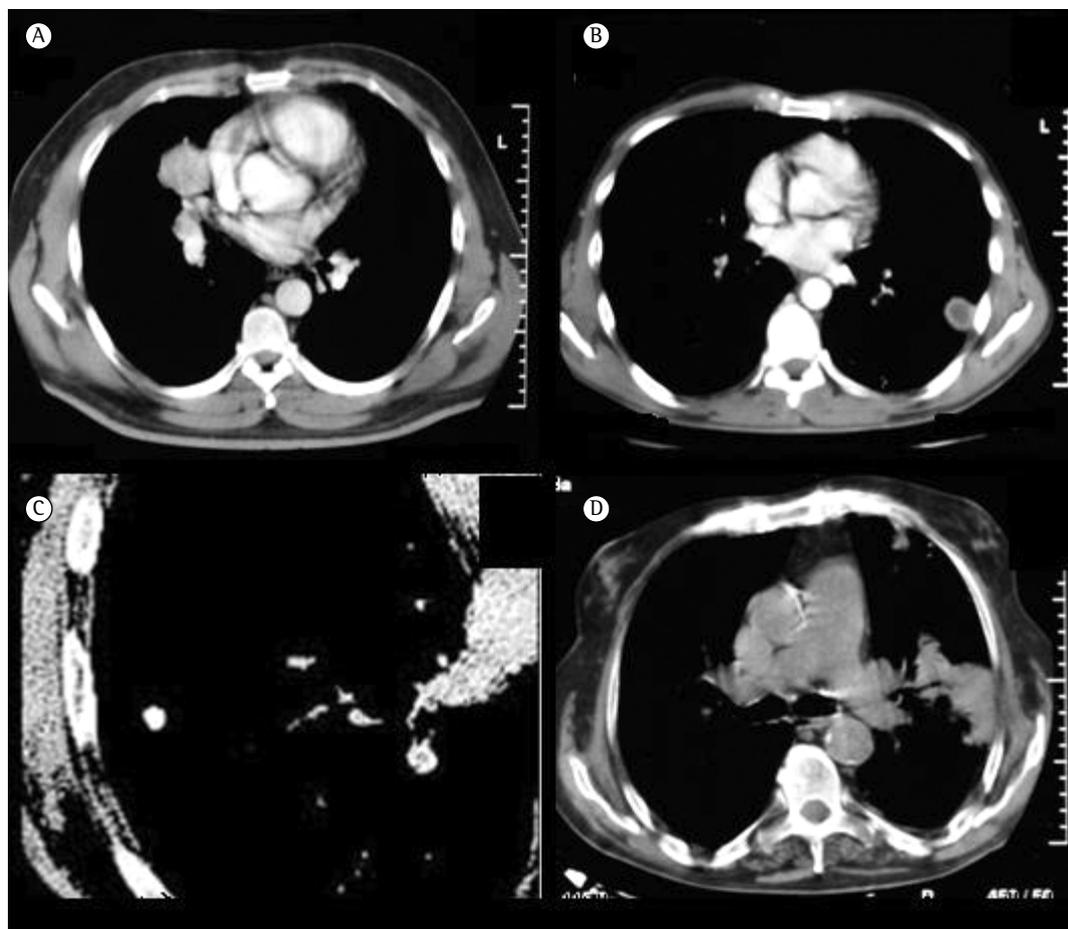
Cortes de TC helicoidal mostrando alterações intralobares com aspecto homogêneo (em A; paciente masculino, 49 anos), necrose (em B; paciente masculino, 36 anos), calcificação (em C; paciente masculino, 56 anos) e broncograma aéreo (em D; paciente masculino, 77 anos).
